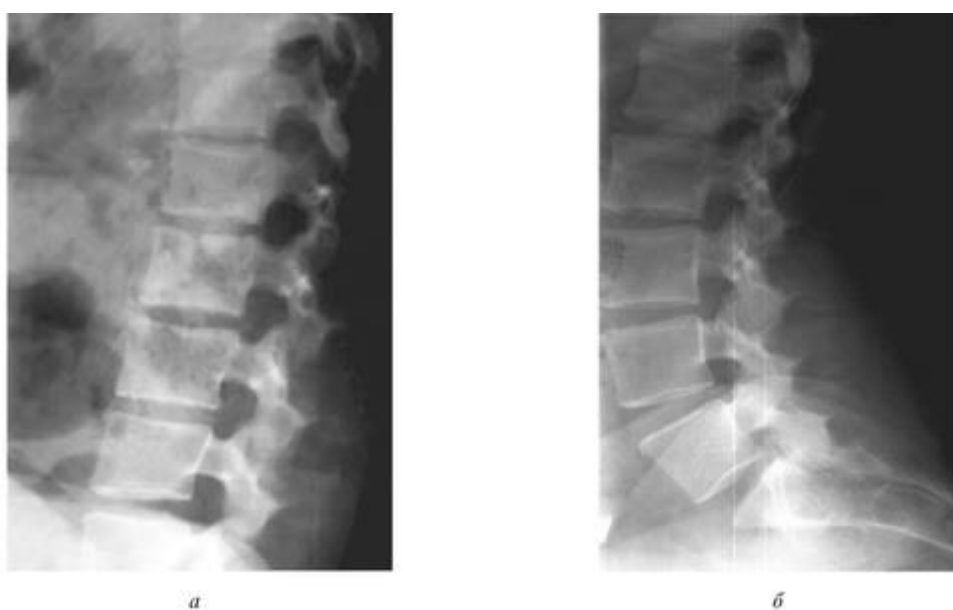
Рентгенограммы поясничного отдела позвоночника: *а* - при максимальном сгибании; *б*- при максимальном разгибании
